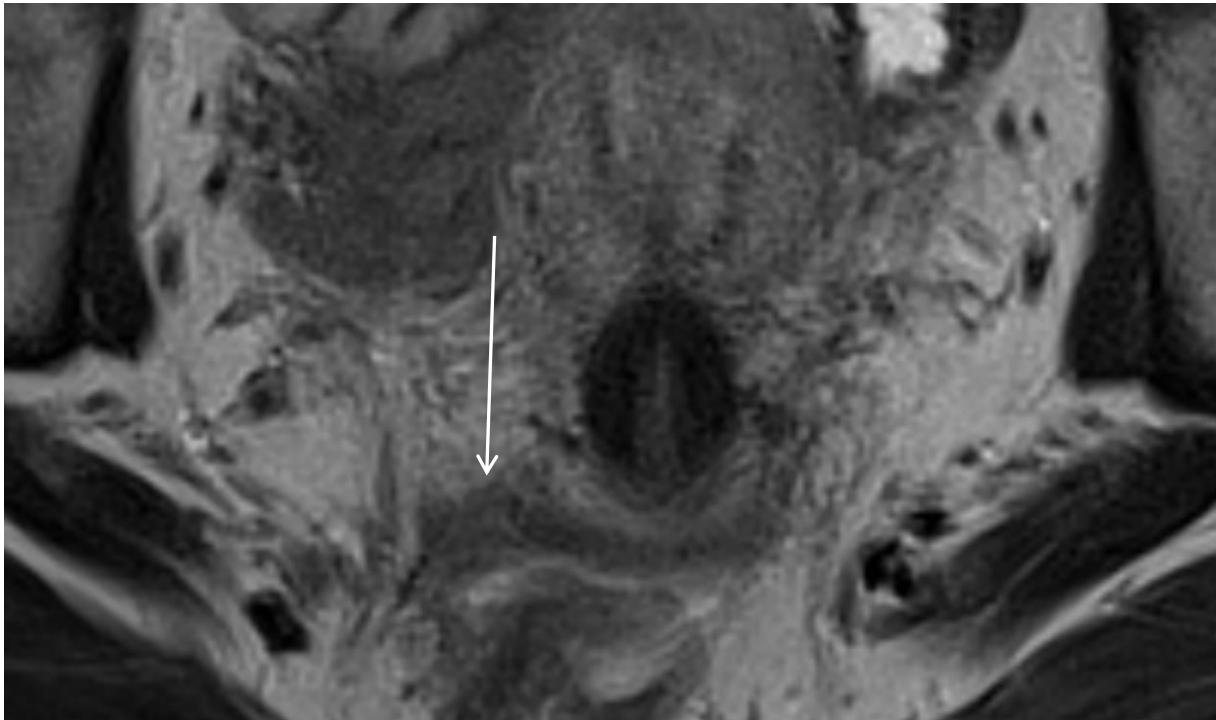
IRM séquence axiale T2 : nodule du LUS droit en hyposignal (flèche blanche) avec asymétrie franche.
